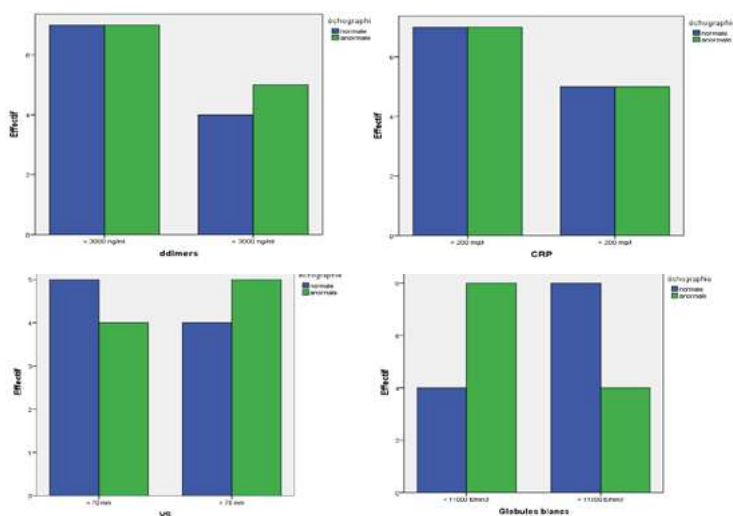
Résultats échographiques selon les différents marqueurs biologiques
